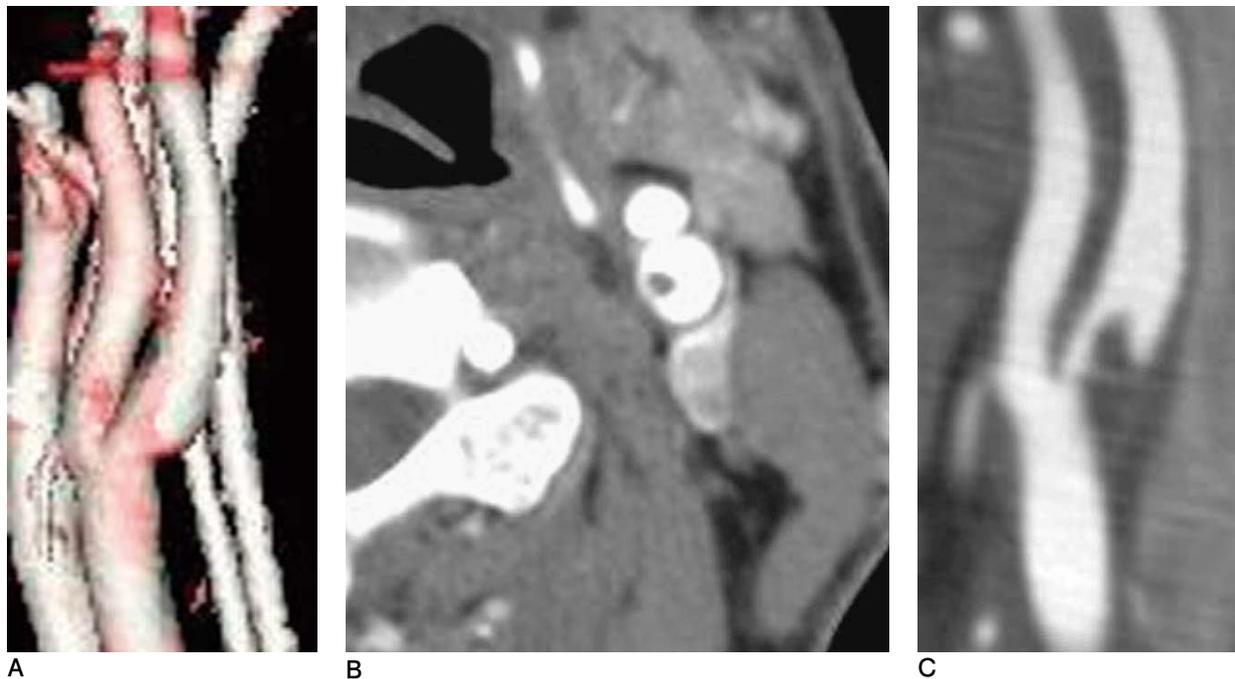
A : Three-dimensional computed tomography (3D-CT) shows left internal carotid stenosis.
